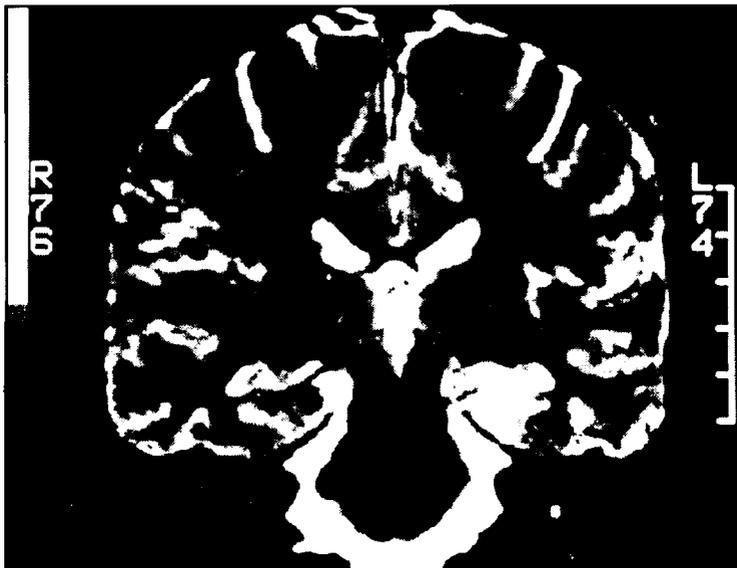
A ressonância magnética encefálica, em T2, mostra imagem sugestiva de esclerose hipocampal esquerda (sinal hiperintenso na porção mesial do lobo temporal).
